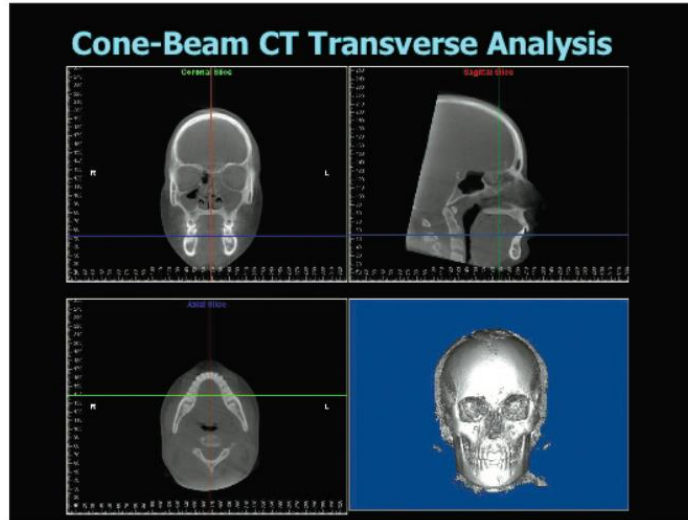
MPV de una tomografía computarizada de haz cónico(6).
